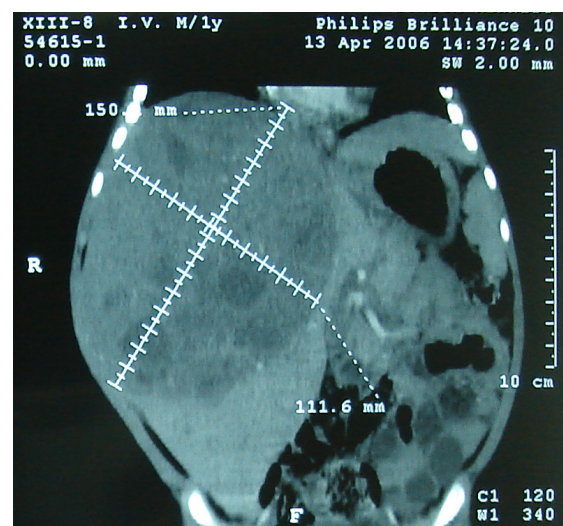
Tomografía computada corte axial.
